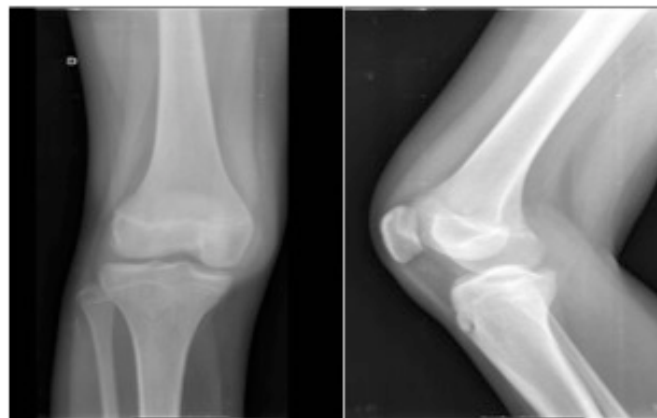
Radiografia do joelho direito incidência face e perfil, normal.
